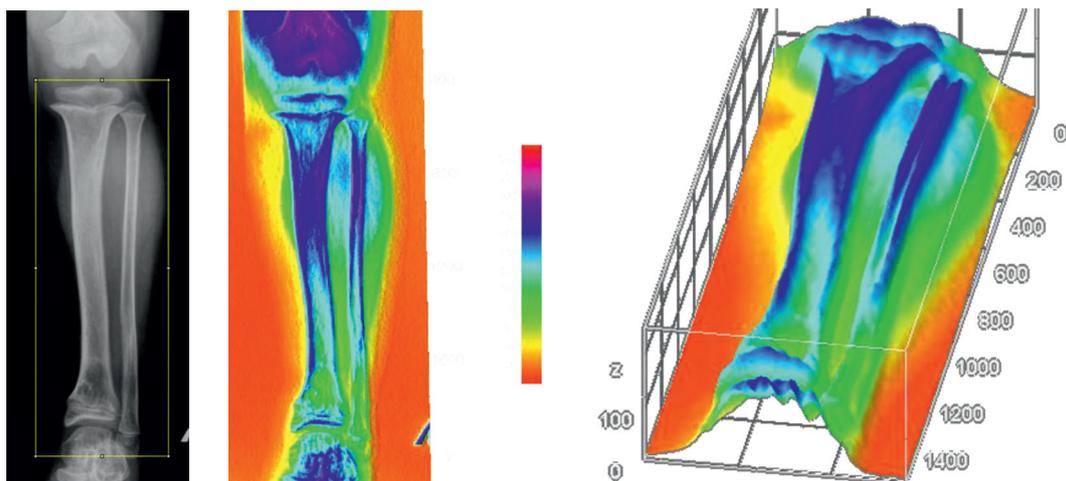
Оптический рельеф и цветное контрастирование рентгенограммы голени пациента с ахондроплазией после ее удлинения
